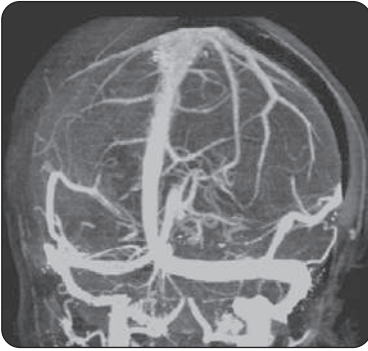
Veinographie par TDM
